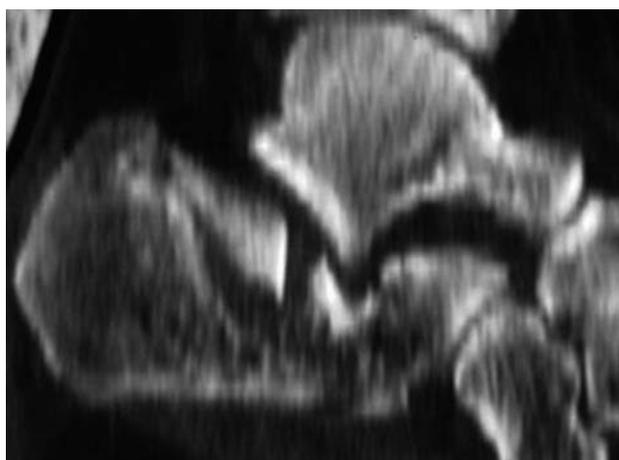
TAC, corte sagital.
